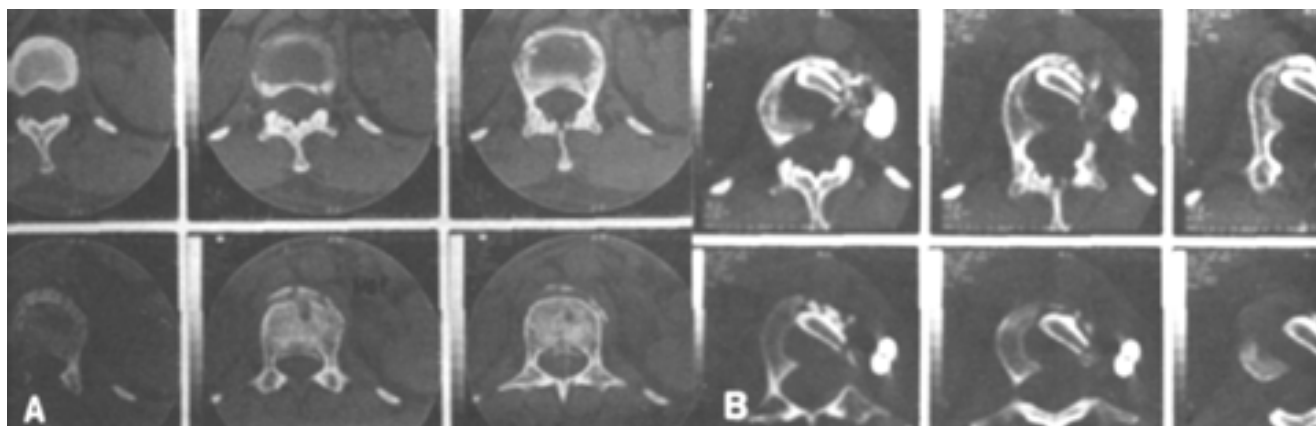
TAC de la paciente de la figura 1. En A se muestra la fractura preoperatoriamente con una invasión parcial al conducto raquídeo. En B se muestra la amplitud de la descompresión de la pared anterior de dicho conducto y las dos barras metálicas de la instrumentación en el lado izquierdo del cuerpo vertebral.
